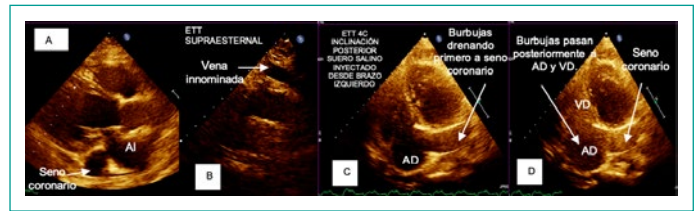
Ecocardiograma transtóraco. A. Proyección eje largo. B. Proyección supraesternal. C-D. Apical 4 camaras inclinación posterior hacia seno coronario, con suero salino agitado inyectado desde brazo izquierdo.
